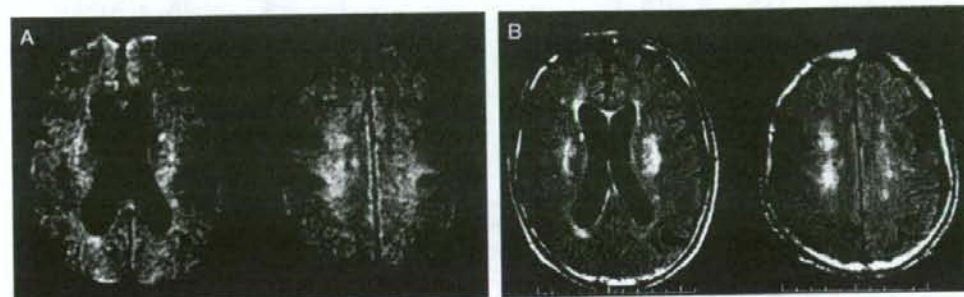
入院1カ月後のMRI所見 (A : 拡散強調画像, B : FLAIR 画像)
